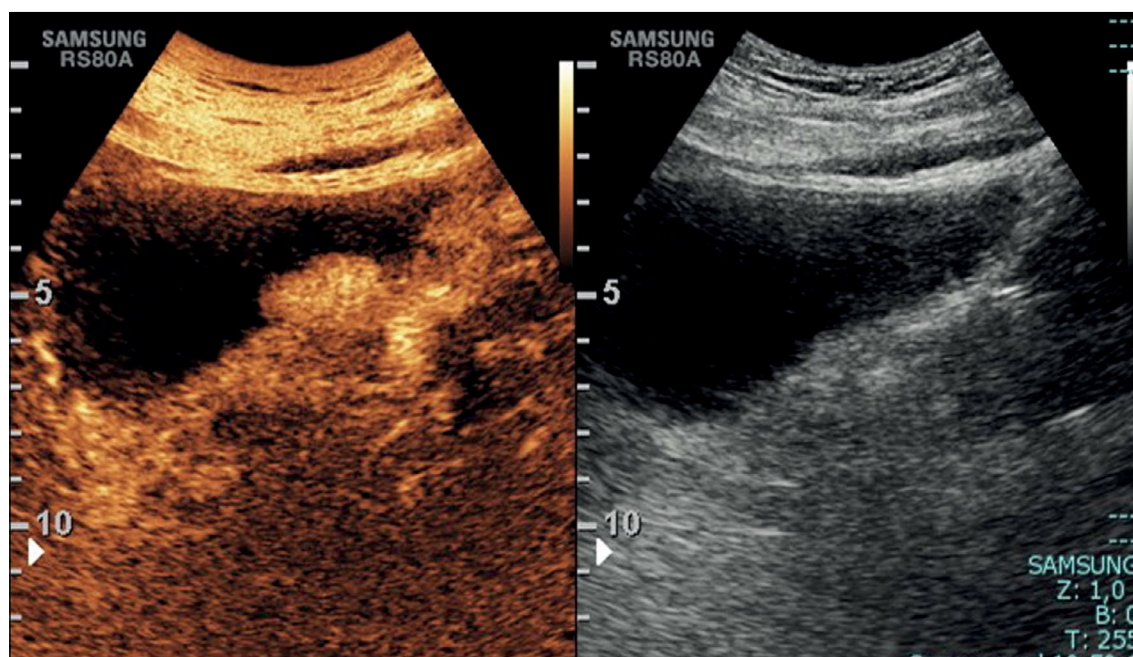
矢状切面的对比增强超声图像显示,左侧膀胱壁上有一个体积较大的肿块,在 B 型图像中轮廓不清。
